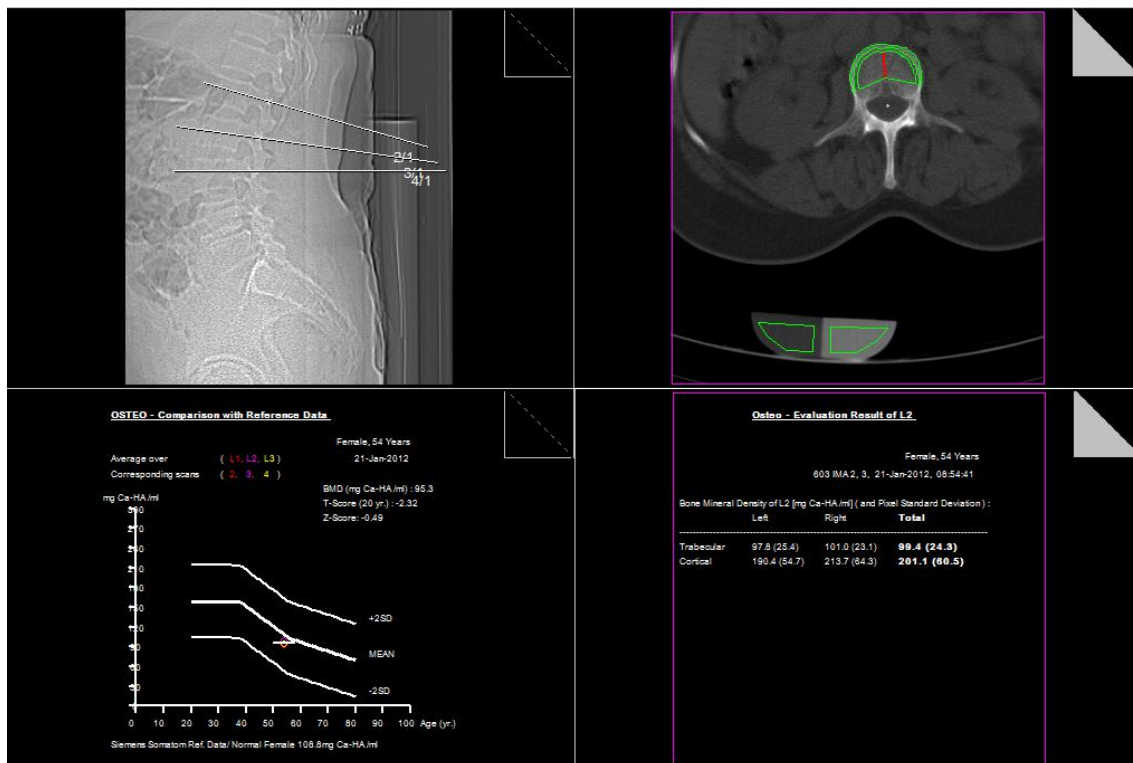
Avaliação da BMD pela técnica QCT, recorrendo ao sistema *CT SOMATOM Esprit* da Siemens.
